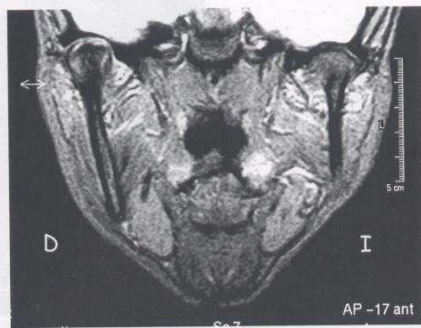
Resonancia magnética coronal. En este corte coronal puro (no corregido) se puede apreciar con claridad la diferencia de tamaño anatómico entre las hemimandíbulas derecha e izquierda.
